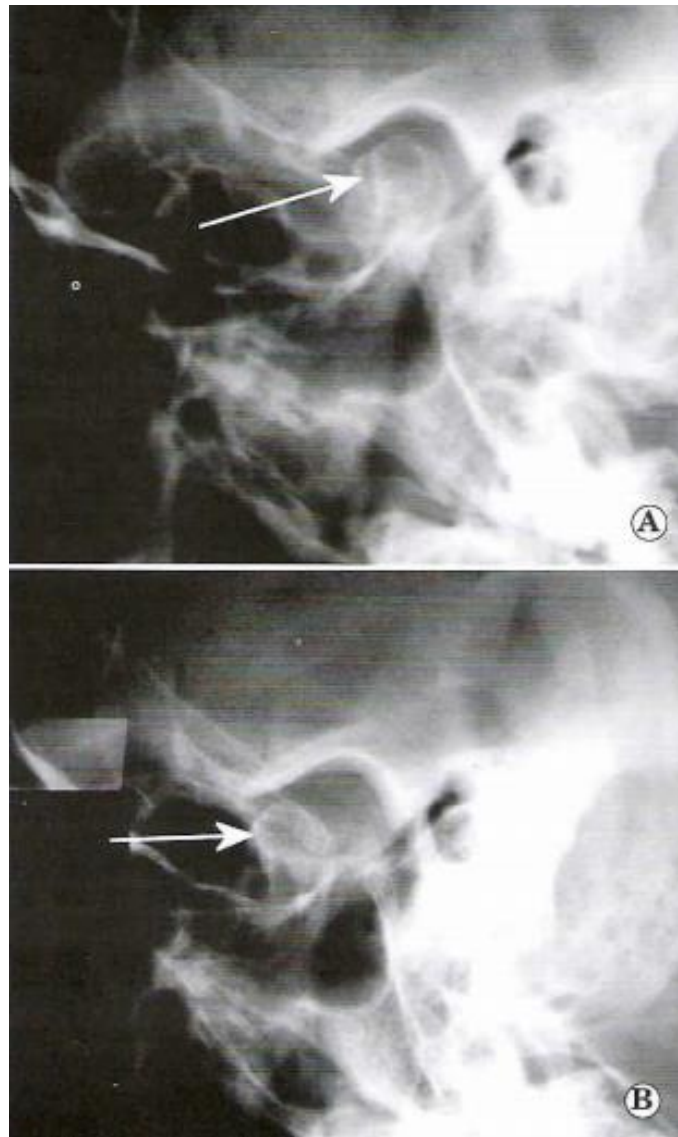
Radiografía en posición de Schüller. A) Boca cerrada; B) Máxima apertura bucal. (34)
